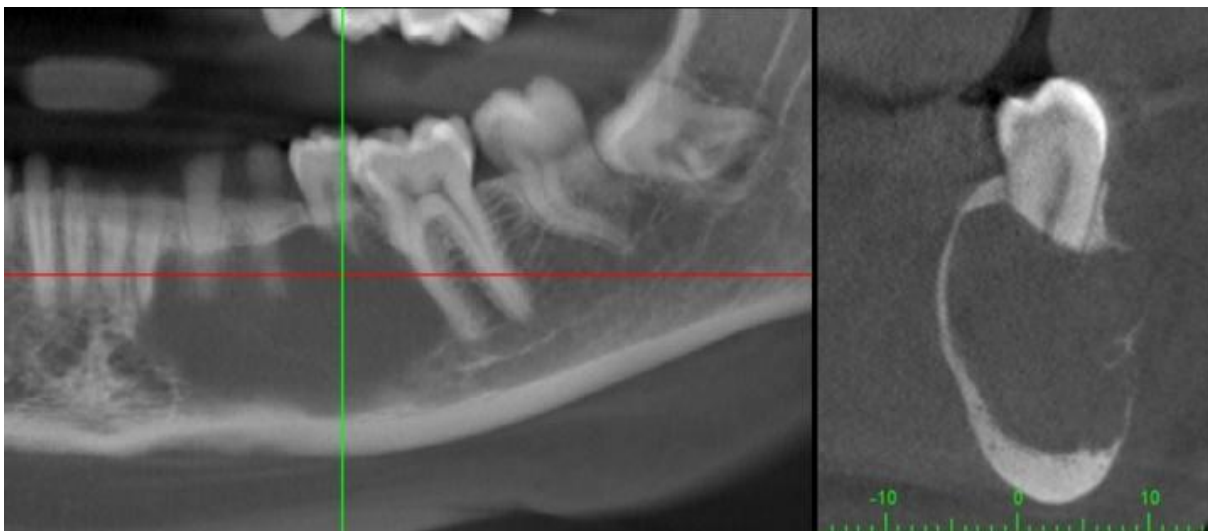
A) Cone beam computerized tomography scan of the lesion. B) Coronal view of the CBCT scan showing the lesion, and resorption of the second premolar tooth
